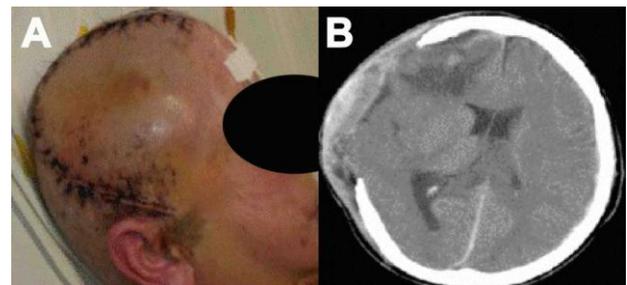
Craniectomía descompresiva fronto-temporo-parieto-occipital unilateral. A. Extensión y forma del colgajo cutáneo. B. TAC post operatoria.
